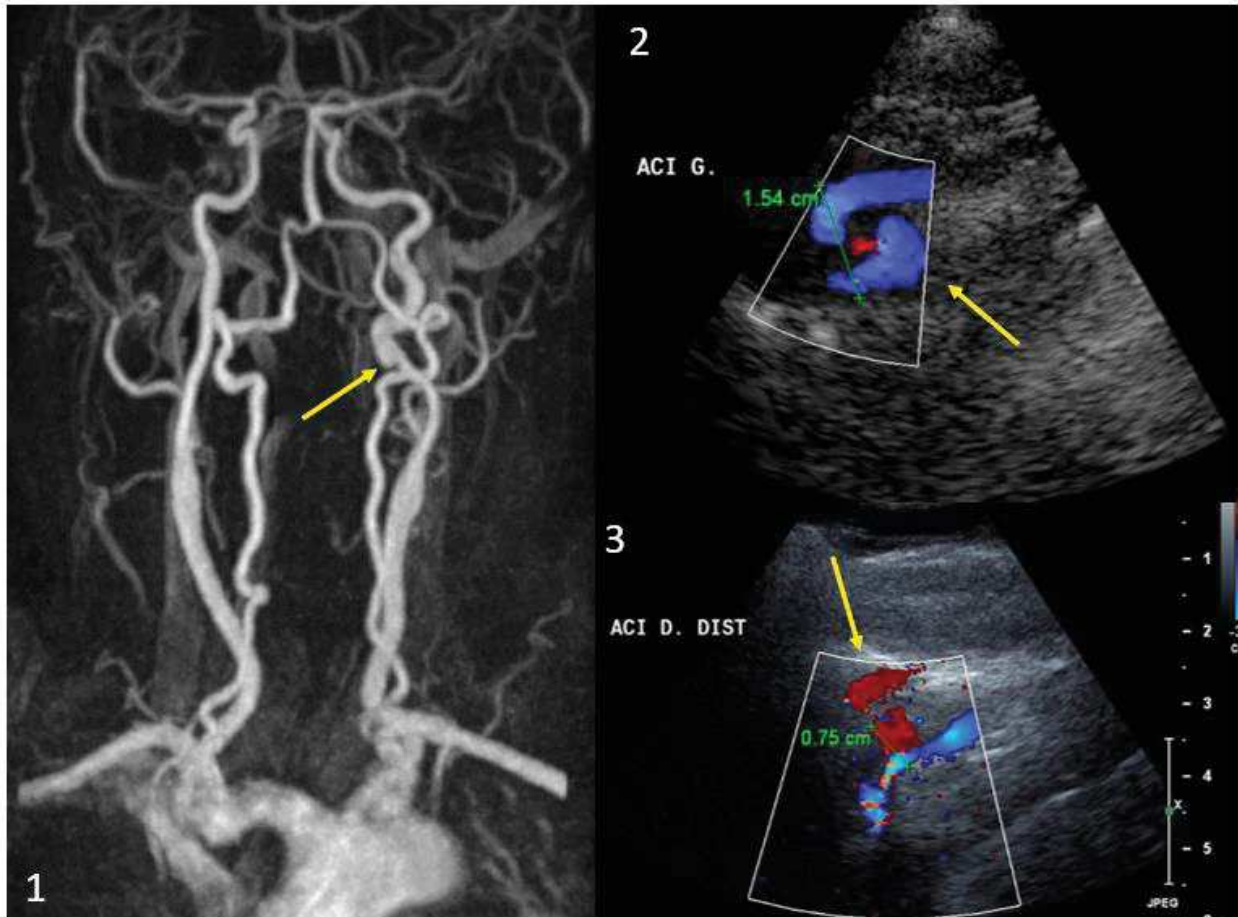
ARM TSA avec gadolinium (1) pseudo-anévrisme de la CIG; en ETSA avec doppler, pseudo anévrysmes de la CIG (1) et de la CID (3)
